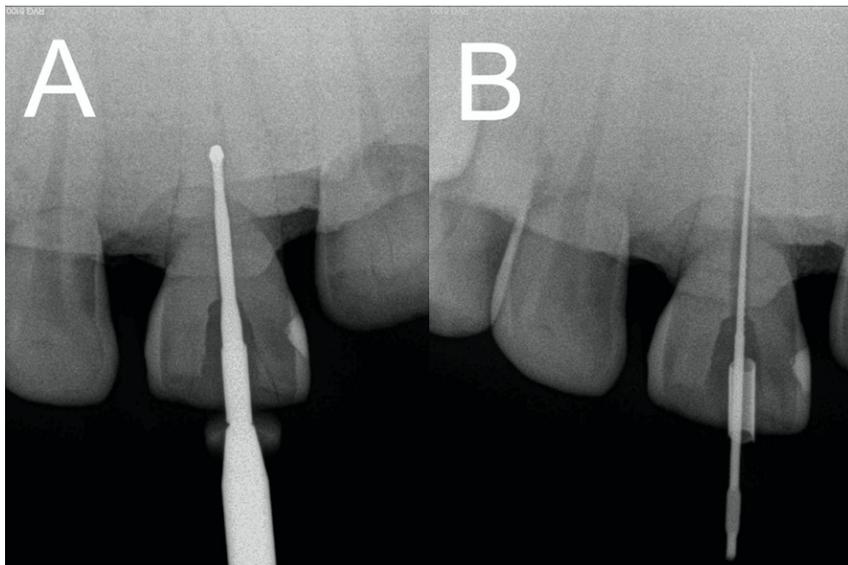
Radiographies rétro-alvéolaires de contrôle foret en place (A) et lime en place (B).
